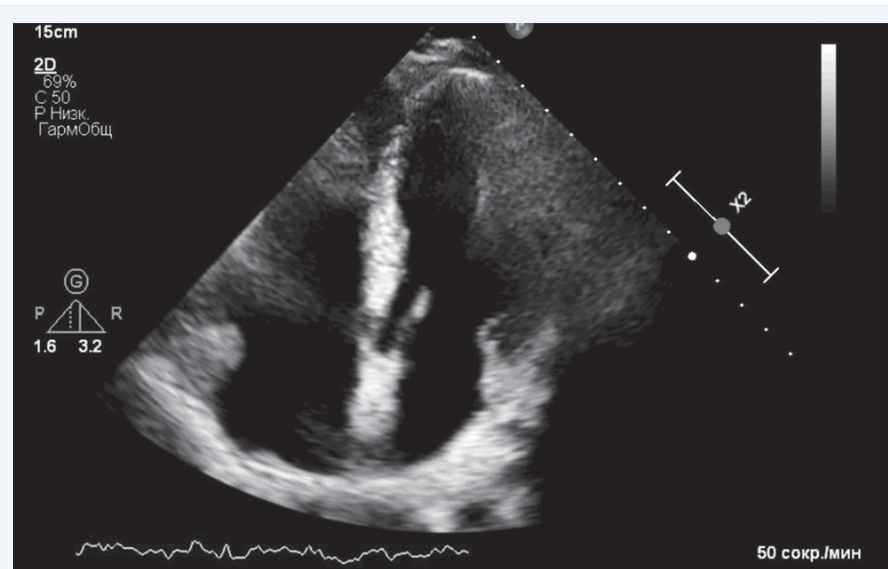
Апикальный доступ, 4-камерная позиция трансторакального эхокардиографического исследования. Отмечается утолщение и усиление эхосигналов от межжелудочковой перегородки, что на фоне снижения сократительной способности левого желудочка может свидетельствовать о воспалительных изменениях, которые нуждаются в подтверждении экспертными методами кардиовизуализации (T1, T2 картирование)
